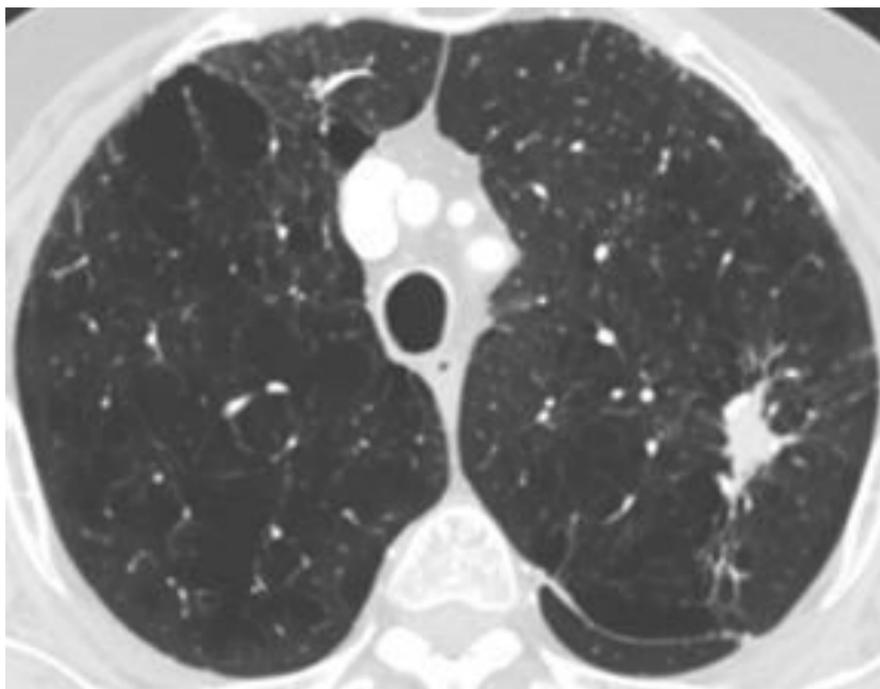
TC torácico con lesión sólida espiculada en LSI rodeada de extenso enfisema. sugestiva de neoplasia primaria pulmonar. Julio 2023.
